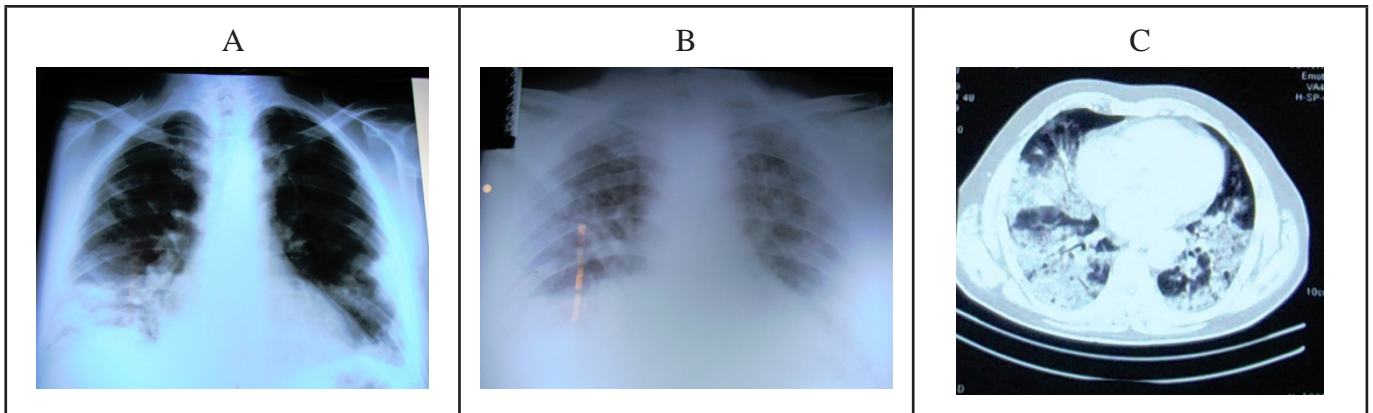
Paciente de 30 años de edad sin comorbilidades ingresa en mal estado general y gran dificultad respiratoria, requiere el ingreso a UTI donde permanece por el lapso de 7 días, A) Radiografía de tórax de ingreso con presencia de asociación de vidrio esmerilado y consolidación. B) 24 horas de ingreso C) Tomografía de tórax nótese la presencia de áreas de vidrio esmerilado y condensación
